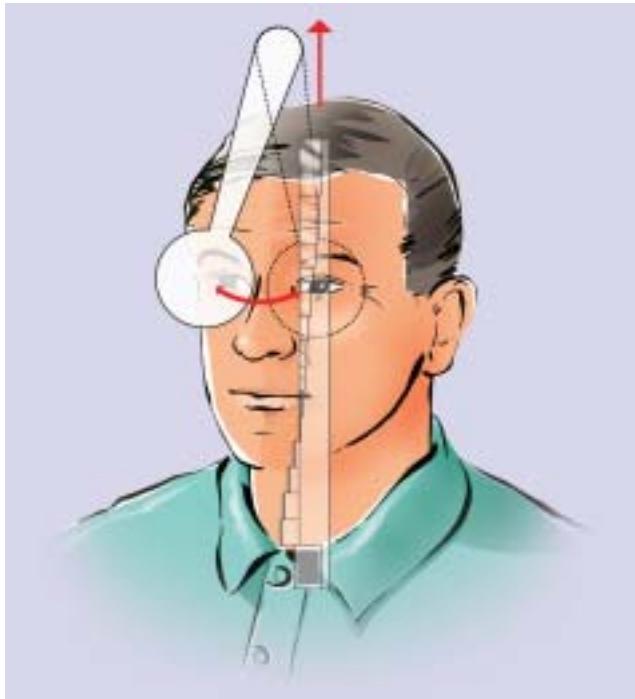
Измерение фории и фузионных резервов
